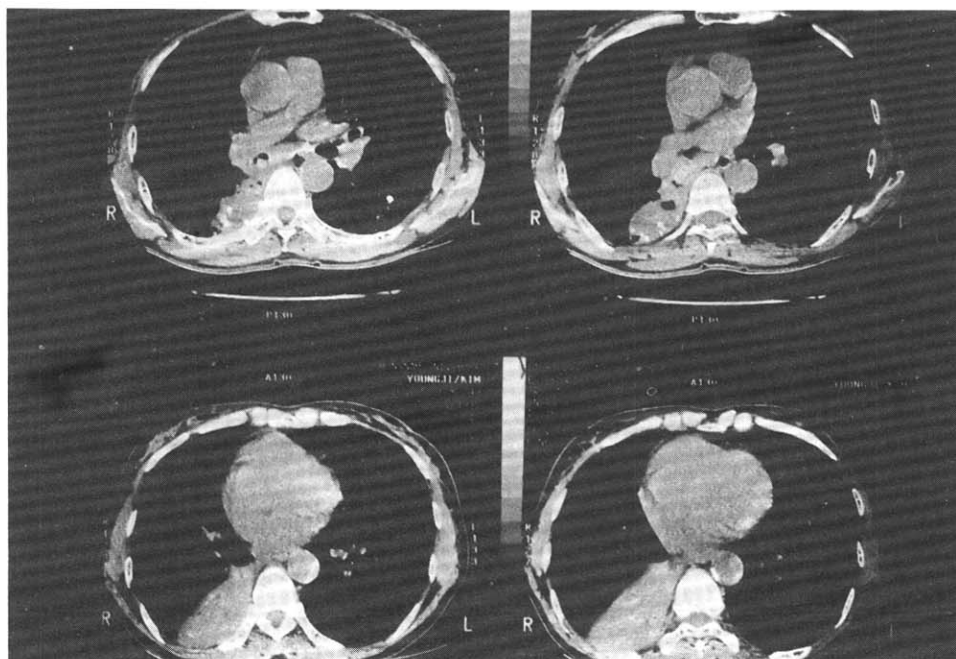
Chest CT showing endobronchial mass in right intermedius bronchus and right lower lobe collapse. Multiple calcifications are found in collapsed RLL.
